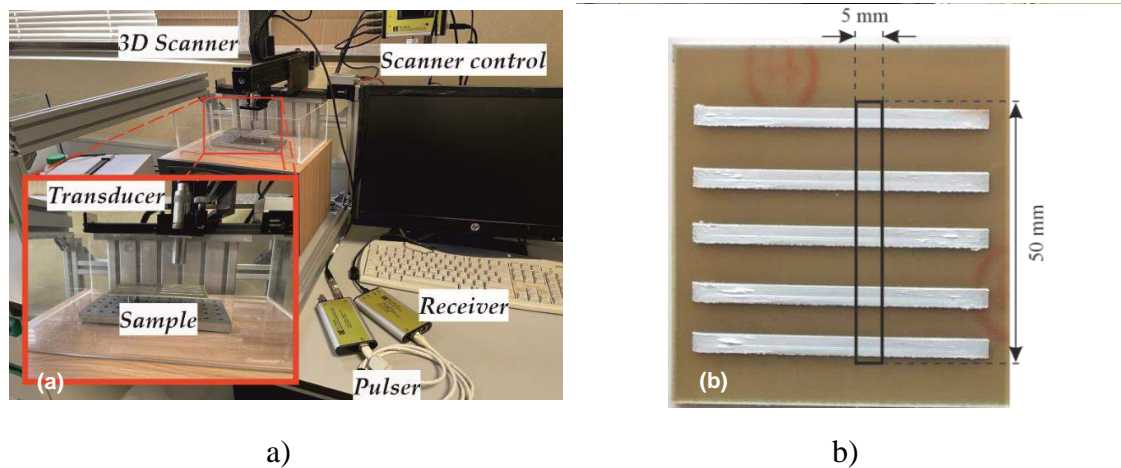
Caracterización por ultrasonidos: a) setup de ultrasonidos; b) ejemplo de una muestra.
